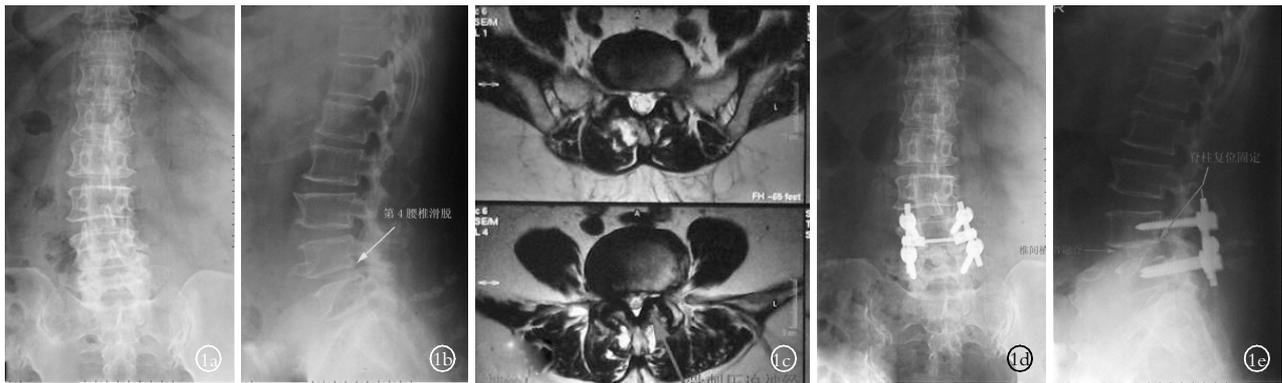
女性患者,61 岁,L<sub>4,5</sub> 不稳、腰椎管狭窄 1a,1b.术前 X 线正侧位可见 L<sub>4,5</sub> 不稳、腰椎侧弯、骨性关节炎 1c.MRI 示 L<sub>4,5</sub> 椎管狭窄,相应神经根明显受压 1d,1e.术后 3 个月 X 线正侧位可见 L<sub>4,5</sub> 稳定、滑脱纠正、植骨愈合良好
